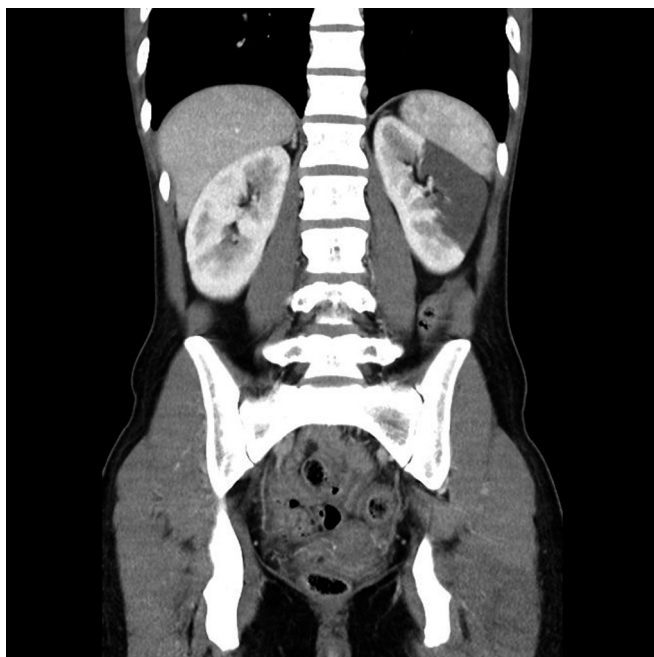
Tomografía computarizada toracoabdominal. Corte coronal. En riñón izquierdo se observa un área hipodensa de morfología triangular y base periférica y vértice dirigido hacia el hilio compatible con infarto renal.
